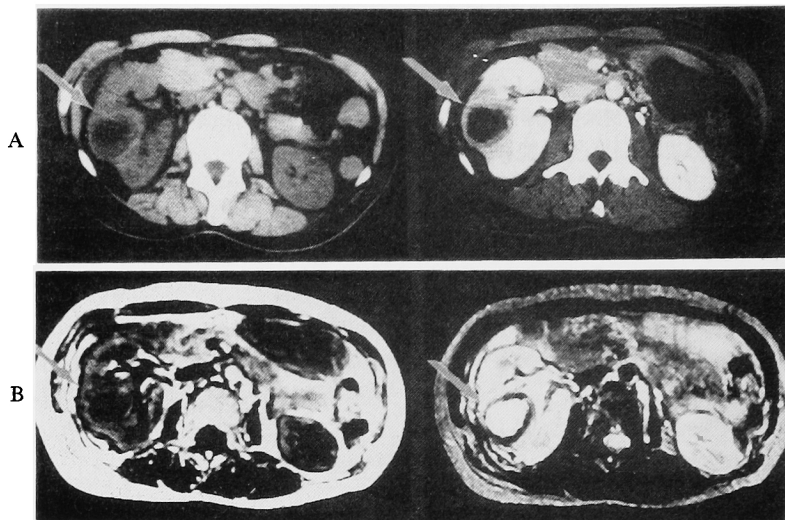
Case 2. A, Plain and enhanced CT show left renal mass with internal low density lesion. B, Internal of right renal mass is low intensity signal on T1 weighted MRI and high intensity signal on T2 weighted MRI.
